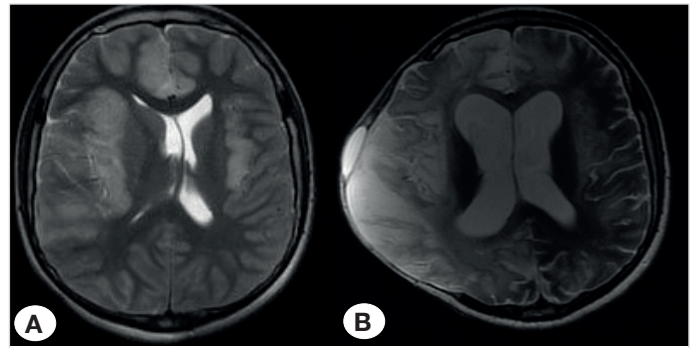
A preoperative cranial imaging (A) and a postoperative magnetic resonance image (B) of a patient presenting with a midline shift.
